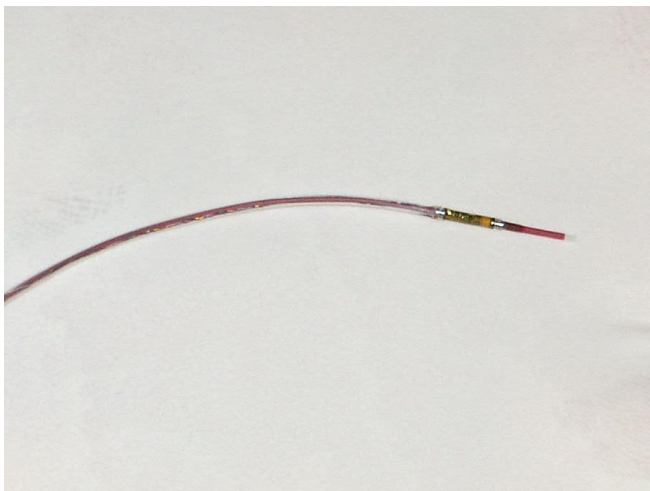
Датчик для ВСУЗИ.
